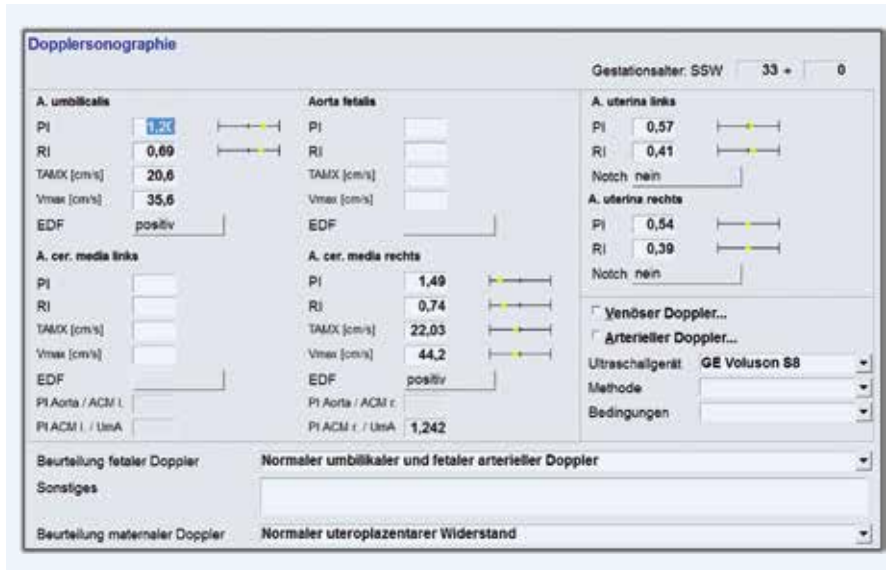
Fall 1. Doppler bei Wiedervorstellung (33 + 0 SSW)
